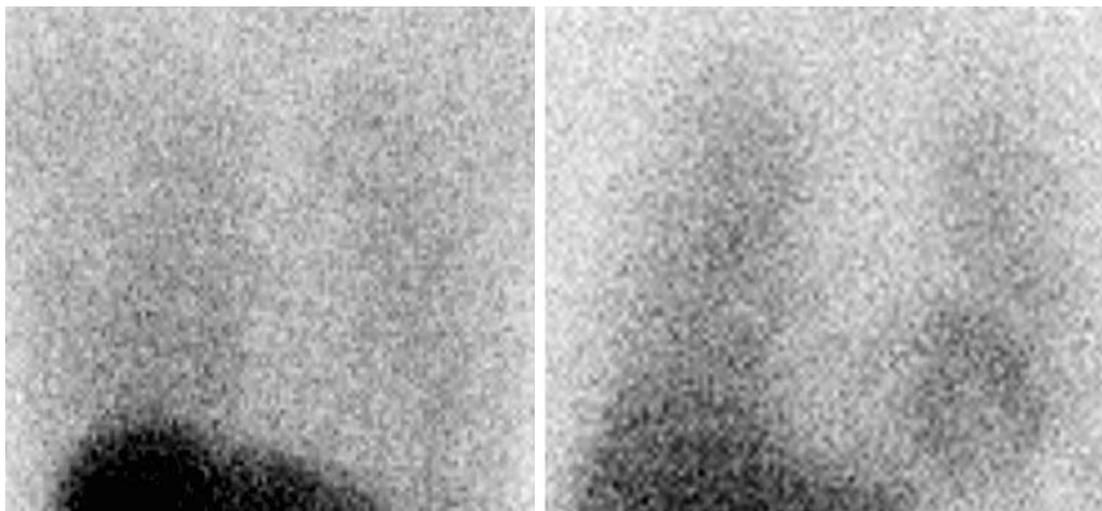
¹⁴² – scintigrafia miocardica con 23I-Meta-iodobenzyl- guanidine (MIBG) di pazienti con DLB e AD. Nella DLB non c'è quasi di captazione di MIBG nel miocardio, mentre una captazione di MIBG nel miocardio è mostrata nell'AD.
